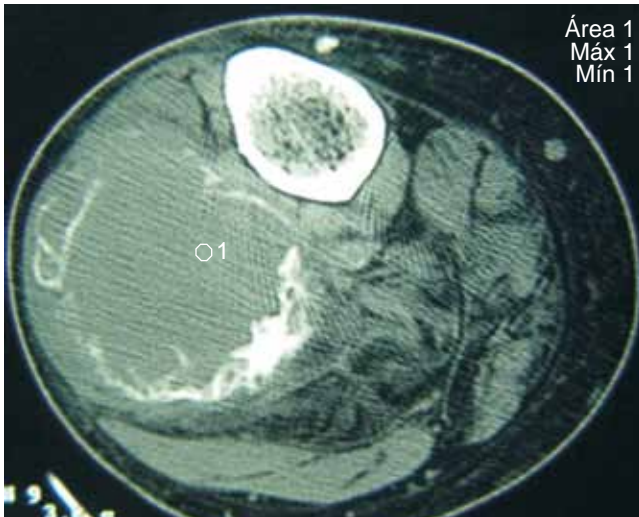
TAC de pierna proximal.
